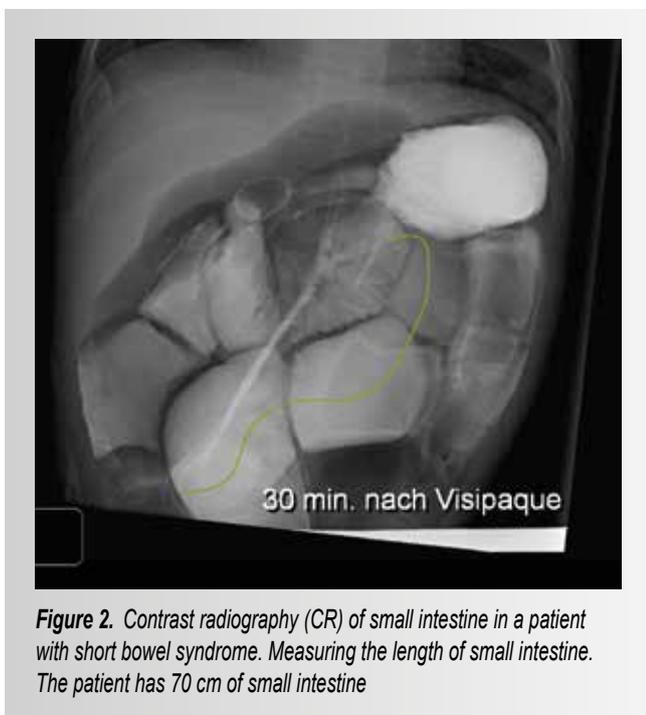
Contrast radiography (CR) of small intestine in a patient with short bowel syndrome. Measuring the length of small intestine. The patient has 70 cm of small intestine
